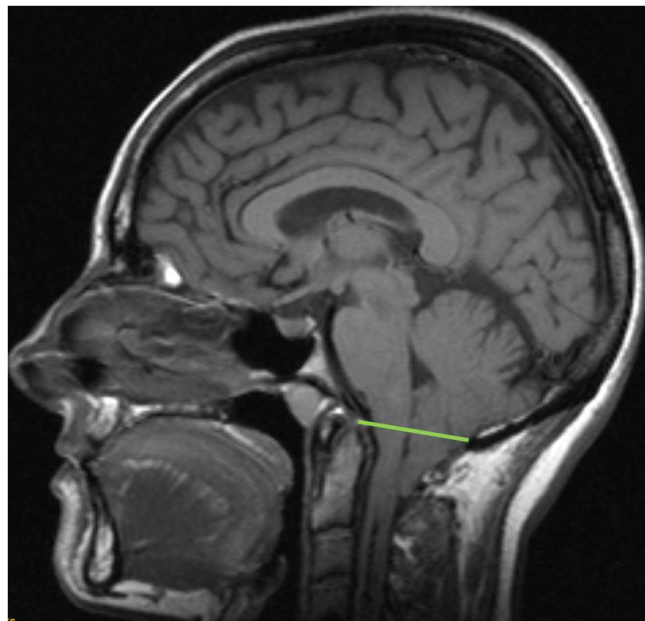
Imagen de Resonancia Magnética de una malformación de Chiari tipo 1, vista en un corte sagital medio ponderado en secuencia T1, donde se aprecia un descenso superior a 3 mm de las amígdalas del cerebelo por debajo del foramen magnum (línea verde).
